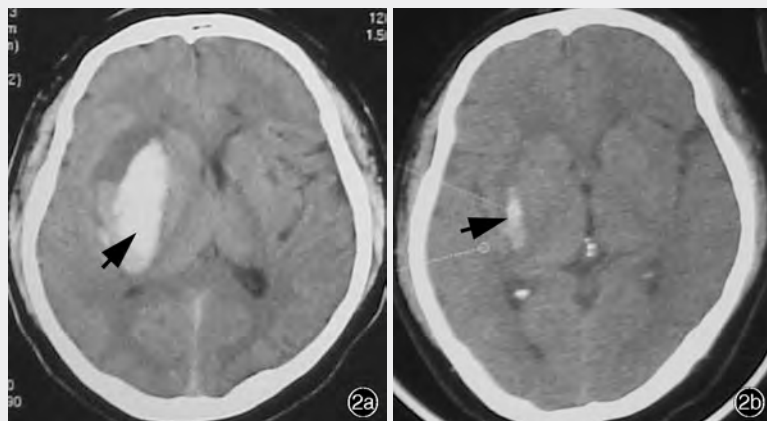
男性患者, 42 岁。突发头痛、言语不清、左侧肢体无力 6 h 入院, 临床诊断: 右侧基底节脑出血; 高血压。头部 CT 检查所见 2a 血肿穿刺引流术前, 右侧基底节血肿(箭头所示), 出血量 25 ml, 周围环以低密度水肿带, 同侧侧脑室轻度受压, 中线结构向左移位 2b 血肿穿刺引流术后 3 d, 血肿完全清除, 脑水肿体积 2.20 ml(箭头所示), 中线移位明显缓解
